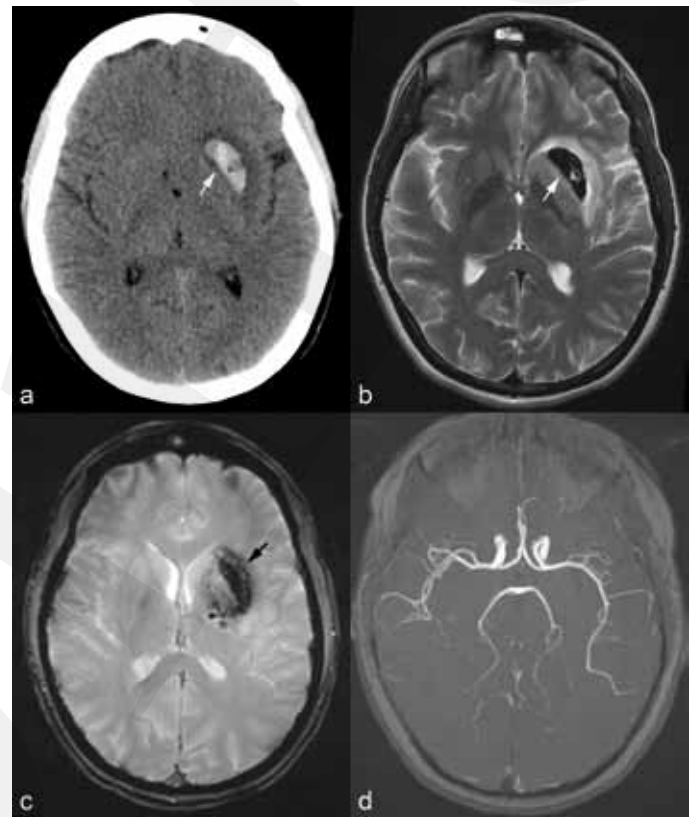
Hématome profond capsulo-lenticulaire gauche (flèches) visible sur CT natif (a) sous forme d'une hyperdensité avec œdème périphérique et hypo-intense discrètement hétérogène sur l'IRM en T2 (b) et T2* en écho de gradient (c) dans une localisation typique pour un hématome d'origine hypertensive. A noter l'absence d'anomalie vasculaire visible sur la séquence 3D-TOF (d), ce qui oriente plutôt vers une étiologie hypertensive.
